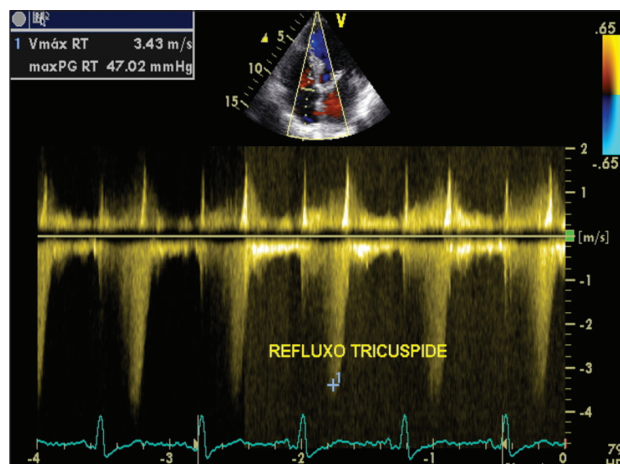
Perfil ecocardiográfico Doppler de paciente com *cor pulmonale* evidenciando o refluxo tricúspide.
